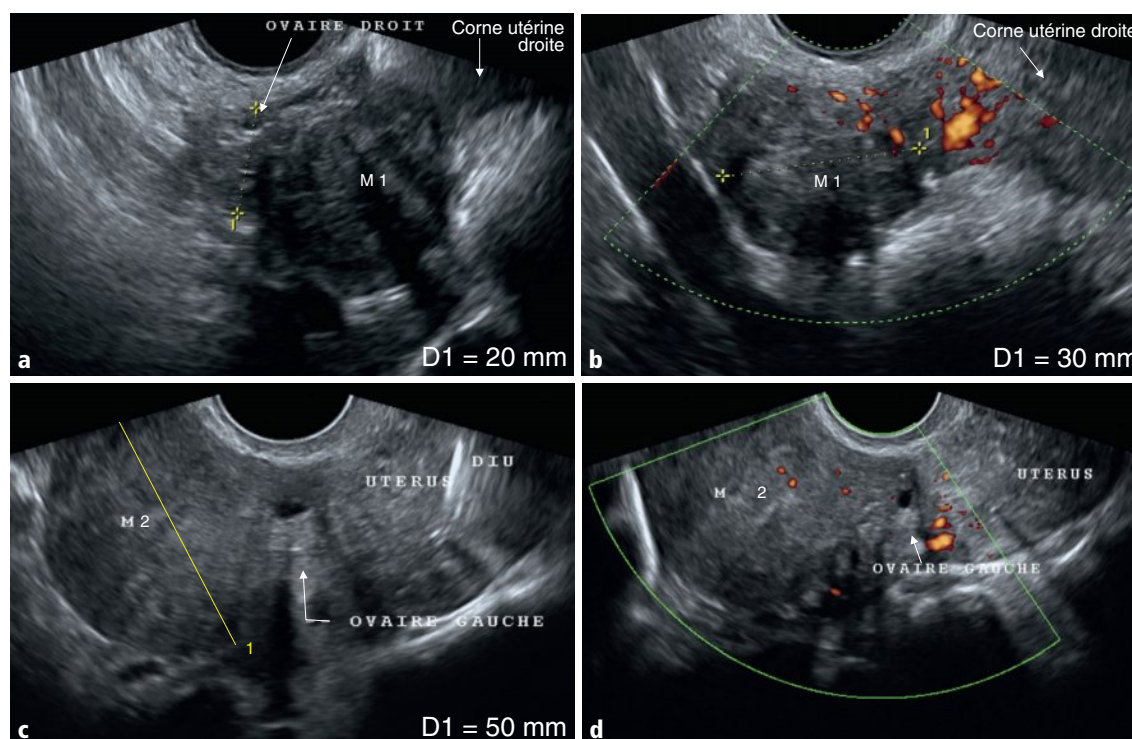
a-d Coupes sagittale en mode B (a) et axiale oblique en Doppler couleur (b) de la région annexielle droite. Coupes sagittales paramédianes de la région annexielle gauche en mode B (c) et en Doppler couleur (d).
